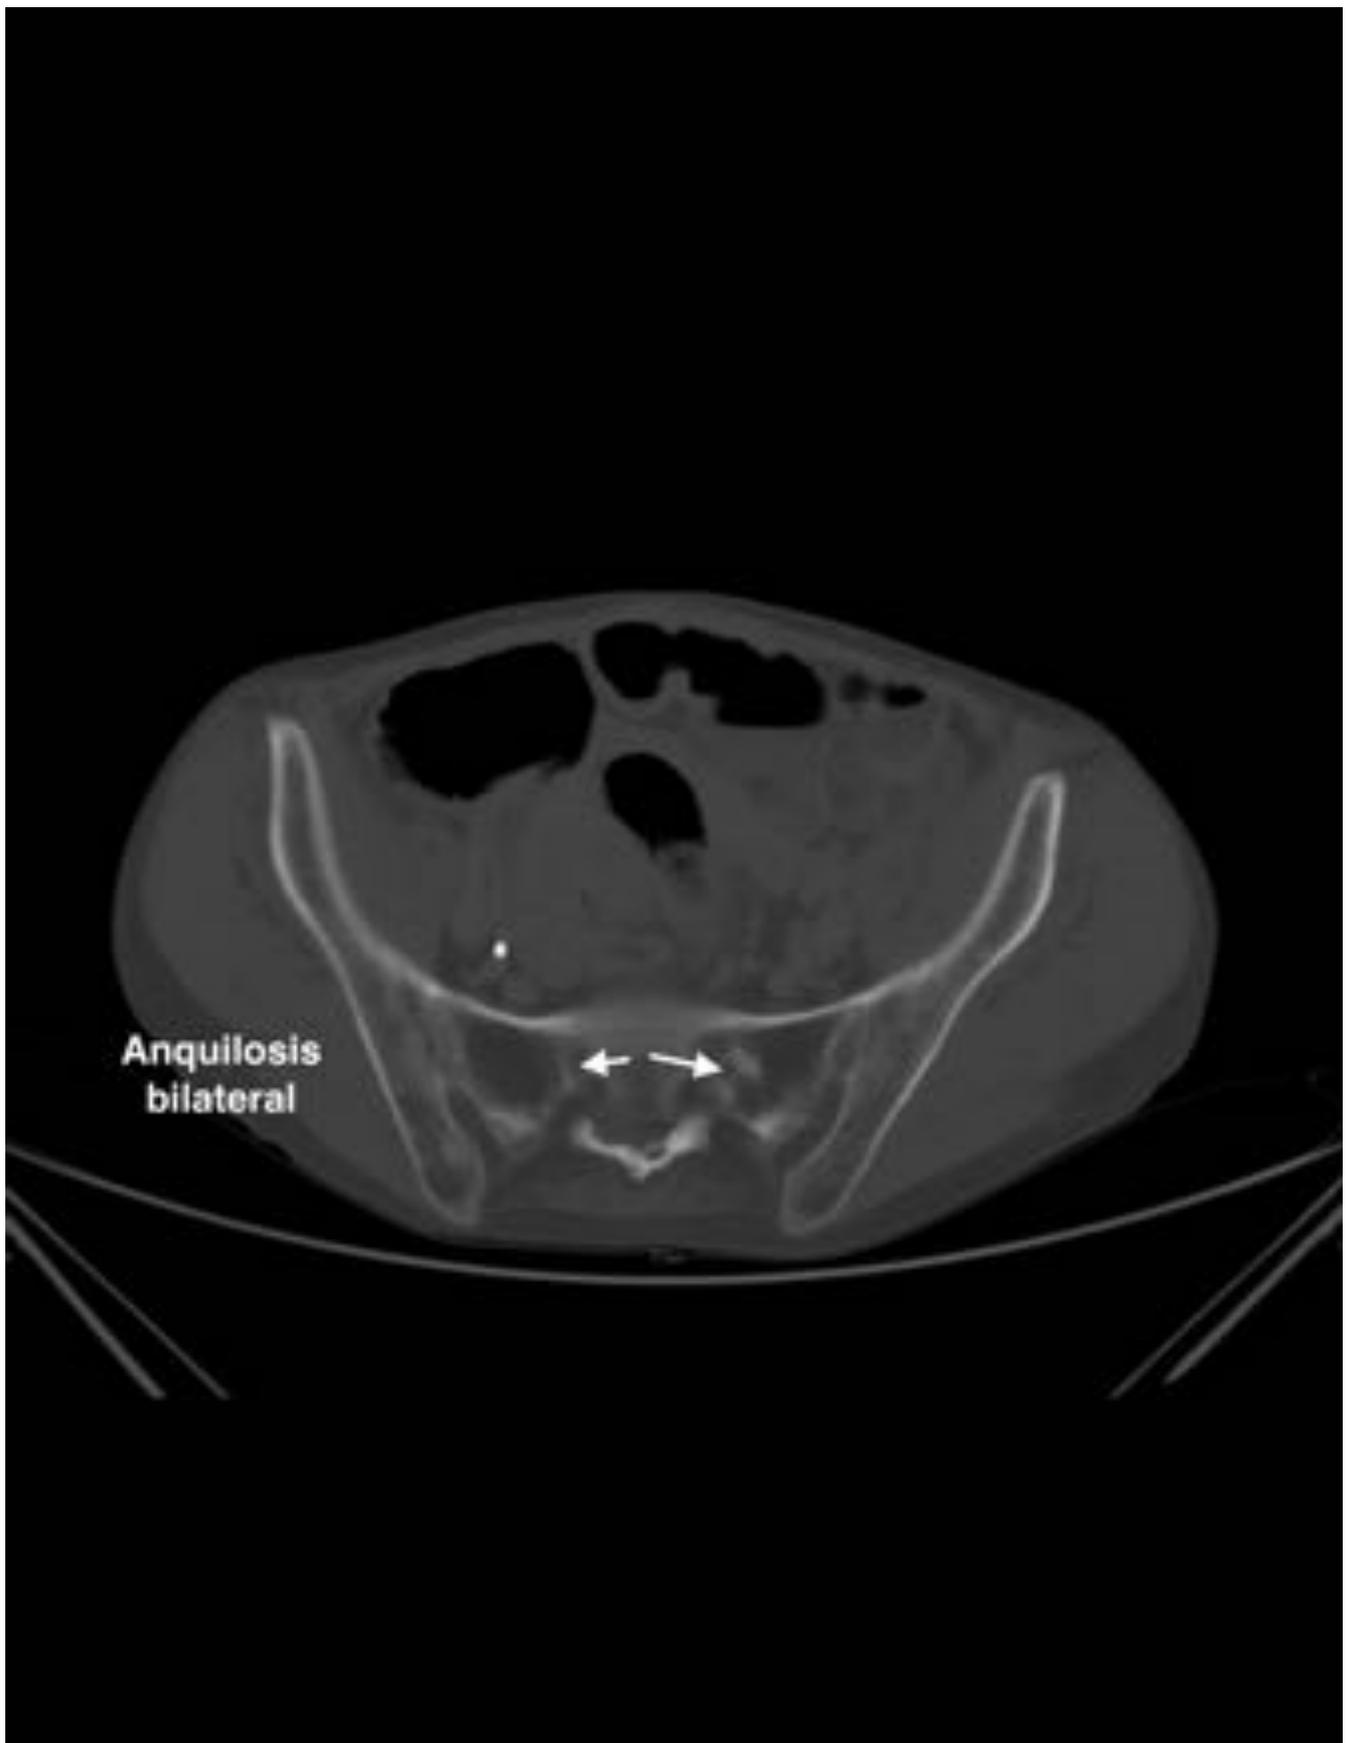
Anquilosis TC axial. Se identifican marcadas con flechas blancas los depósitos grasos (menor
